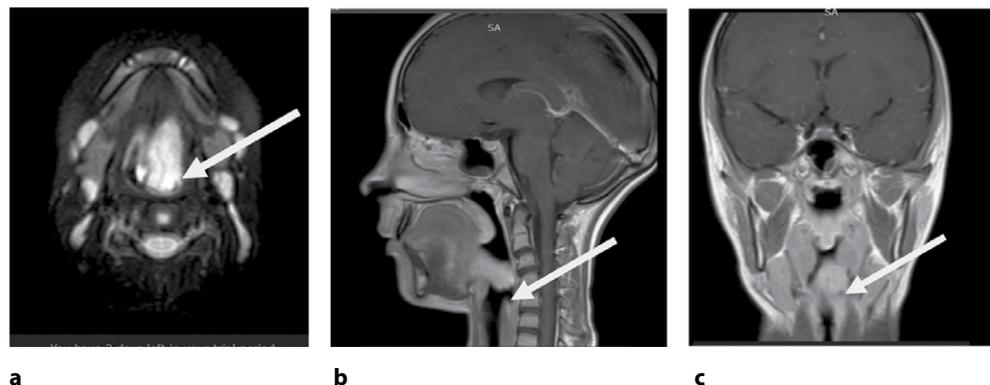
МРТ головы и шеи с контрастированием пациентки А. от 18.03.2021 г.: а – аксиальная плоскость, б – сагиттальная плоскость, с – коронарная проекция (стрелка – образование корня языка, закрывающее 2/3 просвета рото- и гортаноглотки)
